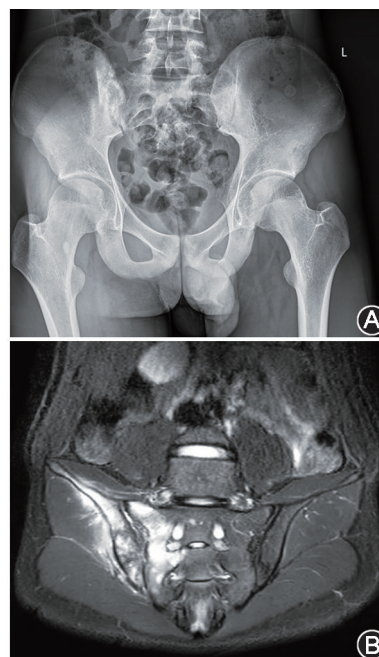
髋髂关节病变患者 (男, 18 岁) 骨盆 X 线及髋髂关节 MRI 图 A. X 线片可见右侧髋髂关节面下骨质密度不均匀增高, 伴骨质破坏; B. MRI T₂ 加权成像 (WI) 压脂序列见右侧髂骨、髌骨右翼、周围软组织多发高信号
